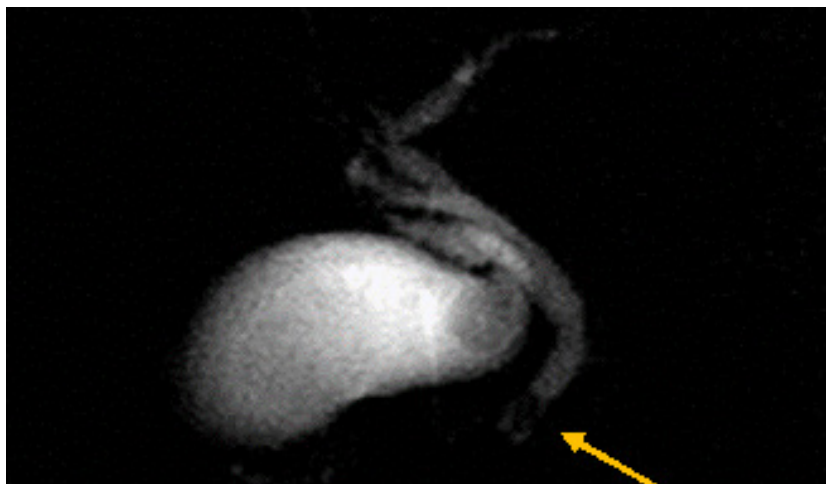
Colangiorresonancia (reconstrucción). Litiasis coledociana
